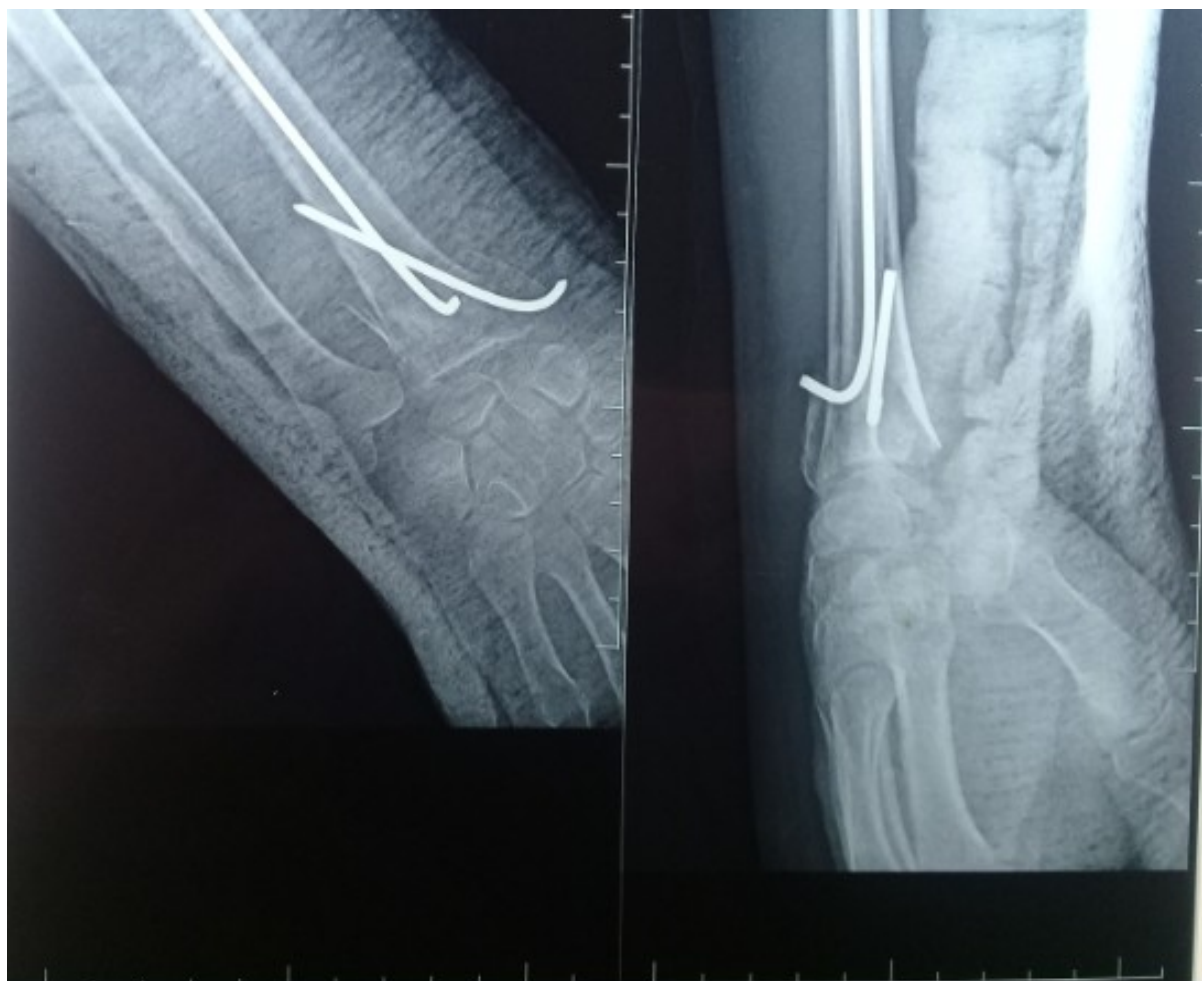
radiographie de face et de profil montrant une de type 2 selon classification de casting traitée uniquement par l'embrochage de py
